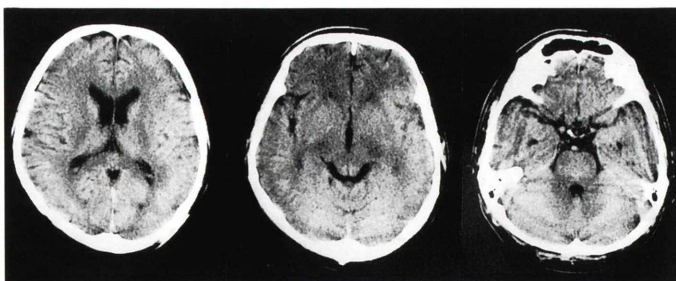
X-ray CT. No abnormal findings were found on X-CT.
